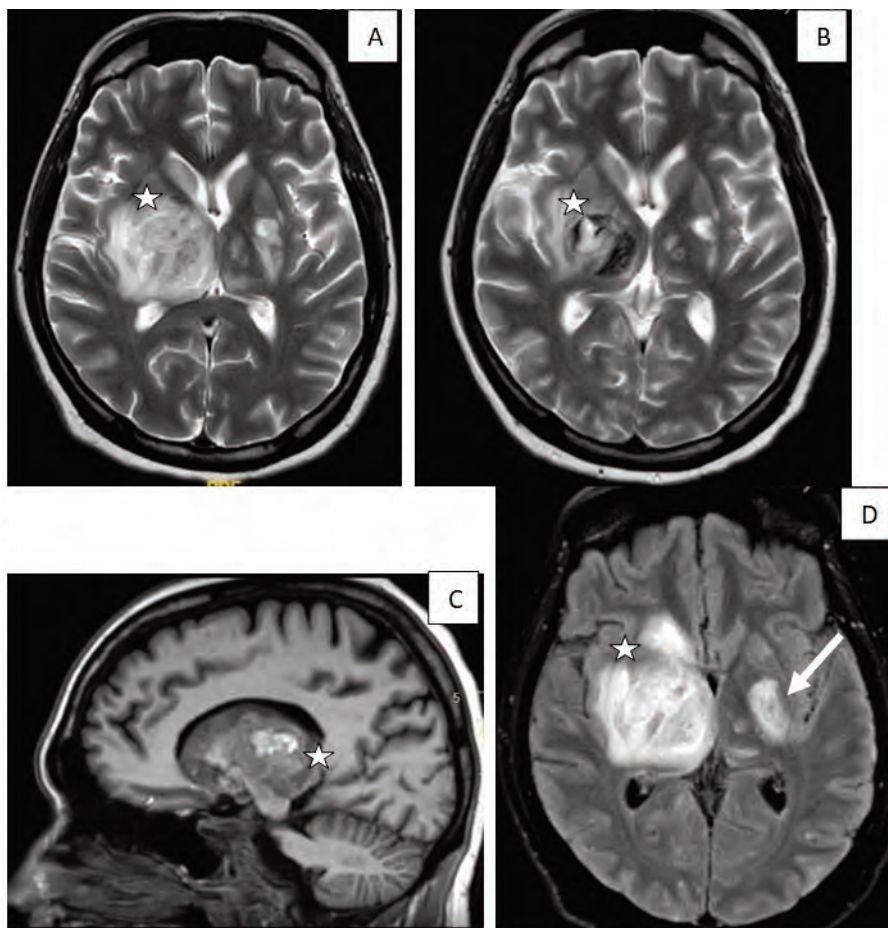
Resonancia magnética de cerebro tras 11 días de ingreso en secuencia T2 (A, B) y FLAIR (C, D): aumento significativo de tamaño de la lesión talámica derecha (asterisco) que en estudio actual se extiende y afecta también a la cápsula blanca interna, núcleo lenticular y pedúnculo cerebral derecho, llegando a confluir con la lesión de la cabeza del caudado derecho (flecha). Actualmente presenta áreas de sangrado en su interior, con realce irregular interno. Ejerce mayor efecto de masa colapsando parcialmente el ventrículo lateral derecho y tercer ventrículo.
